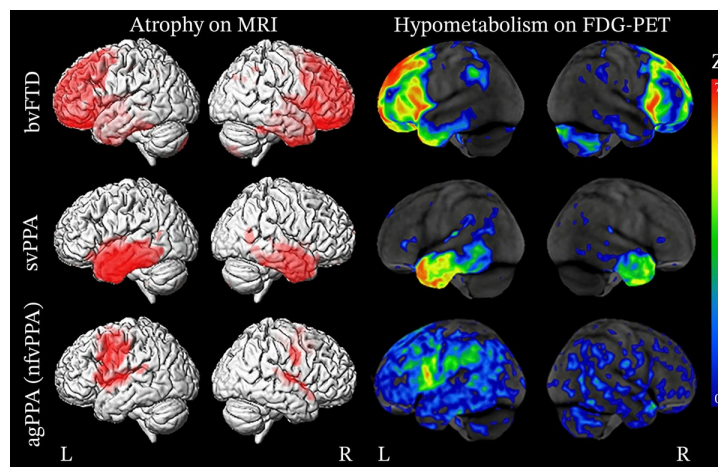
Comparación entre los patrones de atrofia cerebral y el hipometabolismo en diferentes variantes de FTD. En la columna izquierda, reconstrucciones 3D de MRI, que muestran las áreas de atrofia cerebral (en rojo) en tres subtipos de FTD: bvFTD, svPPA, y nfvPPA. En la columna derecha, reconstrucciones 3D de FDG-PET, las cuales indican el hipometabolismo cerebral (en colores) en las mismas regiones afectadas, reflejando la disminución del metabolismo en las áreas afectadas. Los colores cálidos (rojo/amarillo) indican mayor hipometabolismo, mientras que los colores fríos (verde/azul) indican menor hipometabolismo. Imagen tomada de [42].
